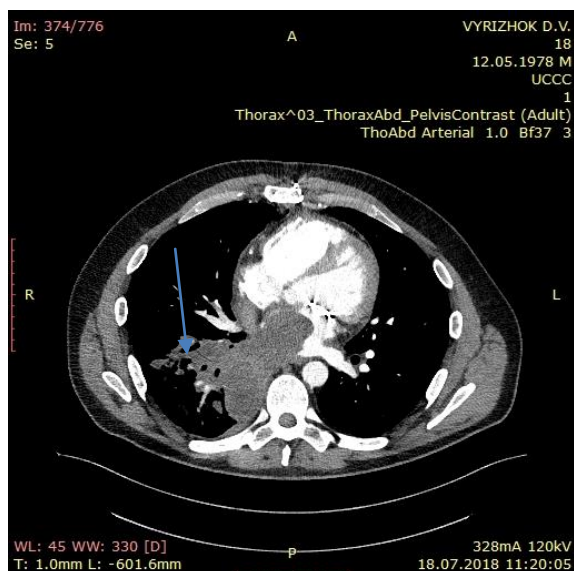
КТ серця. Рецидив новоутворення ЛП.
